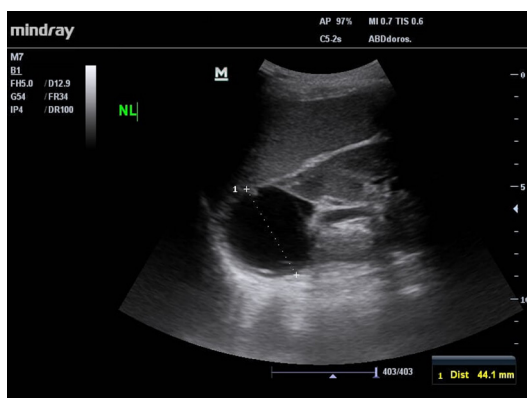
Obraz prawidłowej nerki w prezentacji B – USG jamy brzusznej
